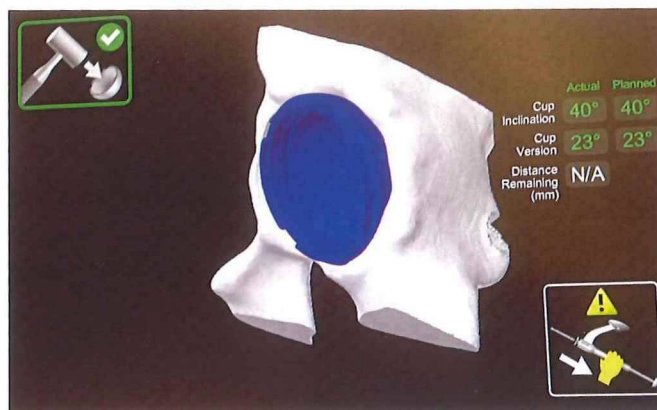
Saw-Bone-Modell eines mittels CT-Scan optimal geplanten und navigierten roboterassistiert implantierten Pressfit-Cups (Markos, Firma Stryker). Vom azetabulärem Rand noch ausreichend gedeckter Bereich der kranialen Pfannenkomponente (Ausschluss: „anterior cup overhang“)
